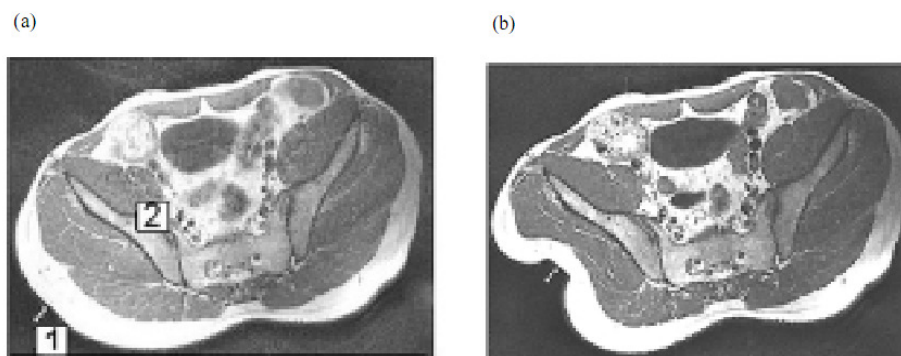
Obtenção da geometria da região glútea; (a) Imagem de ressonância antes do experimento; (b) Imagem durante o experimento (THEN *et al.*, 2007).
